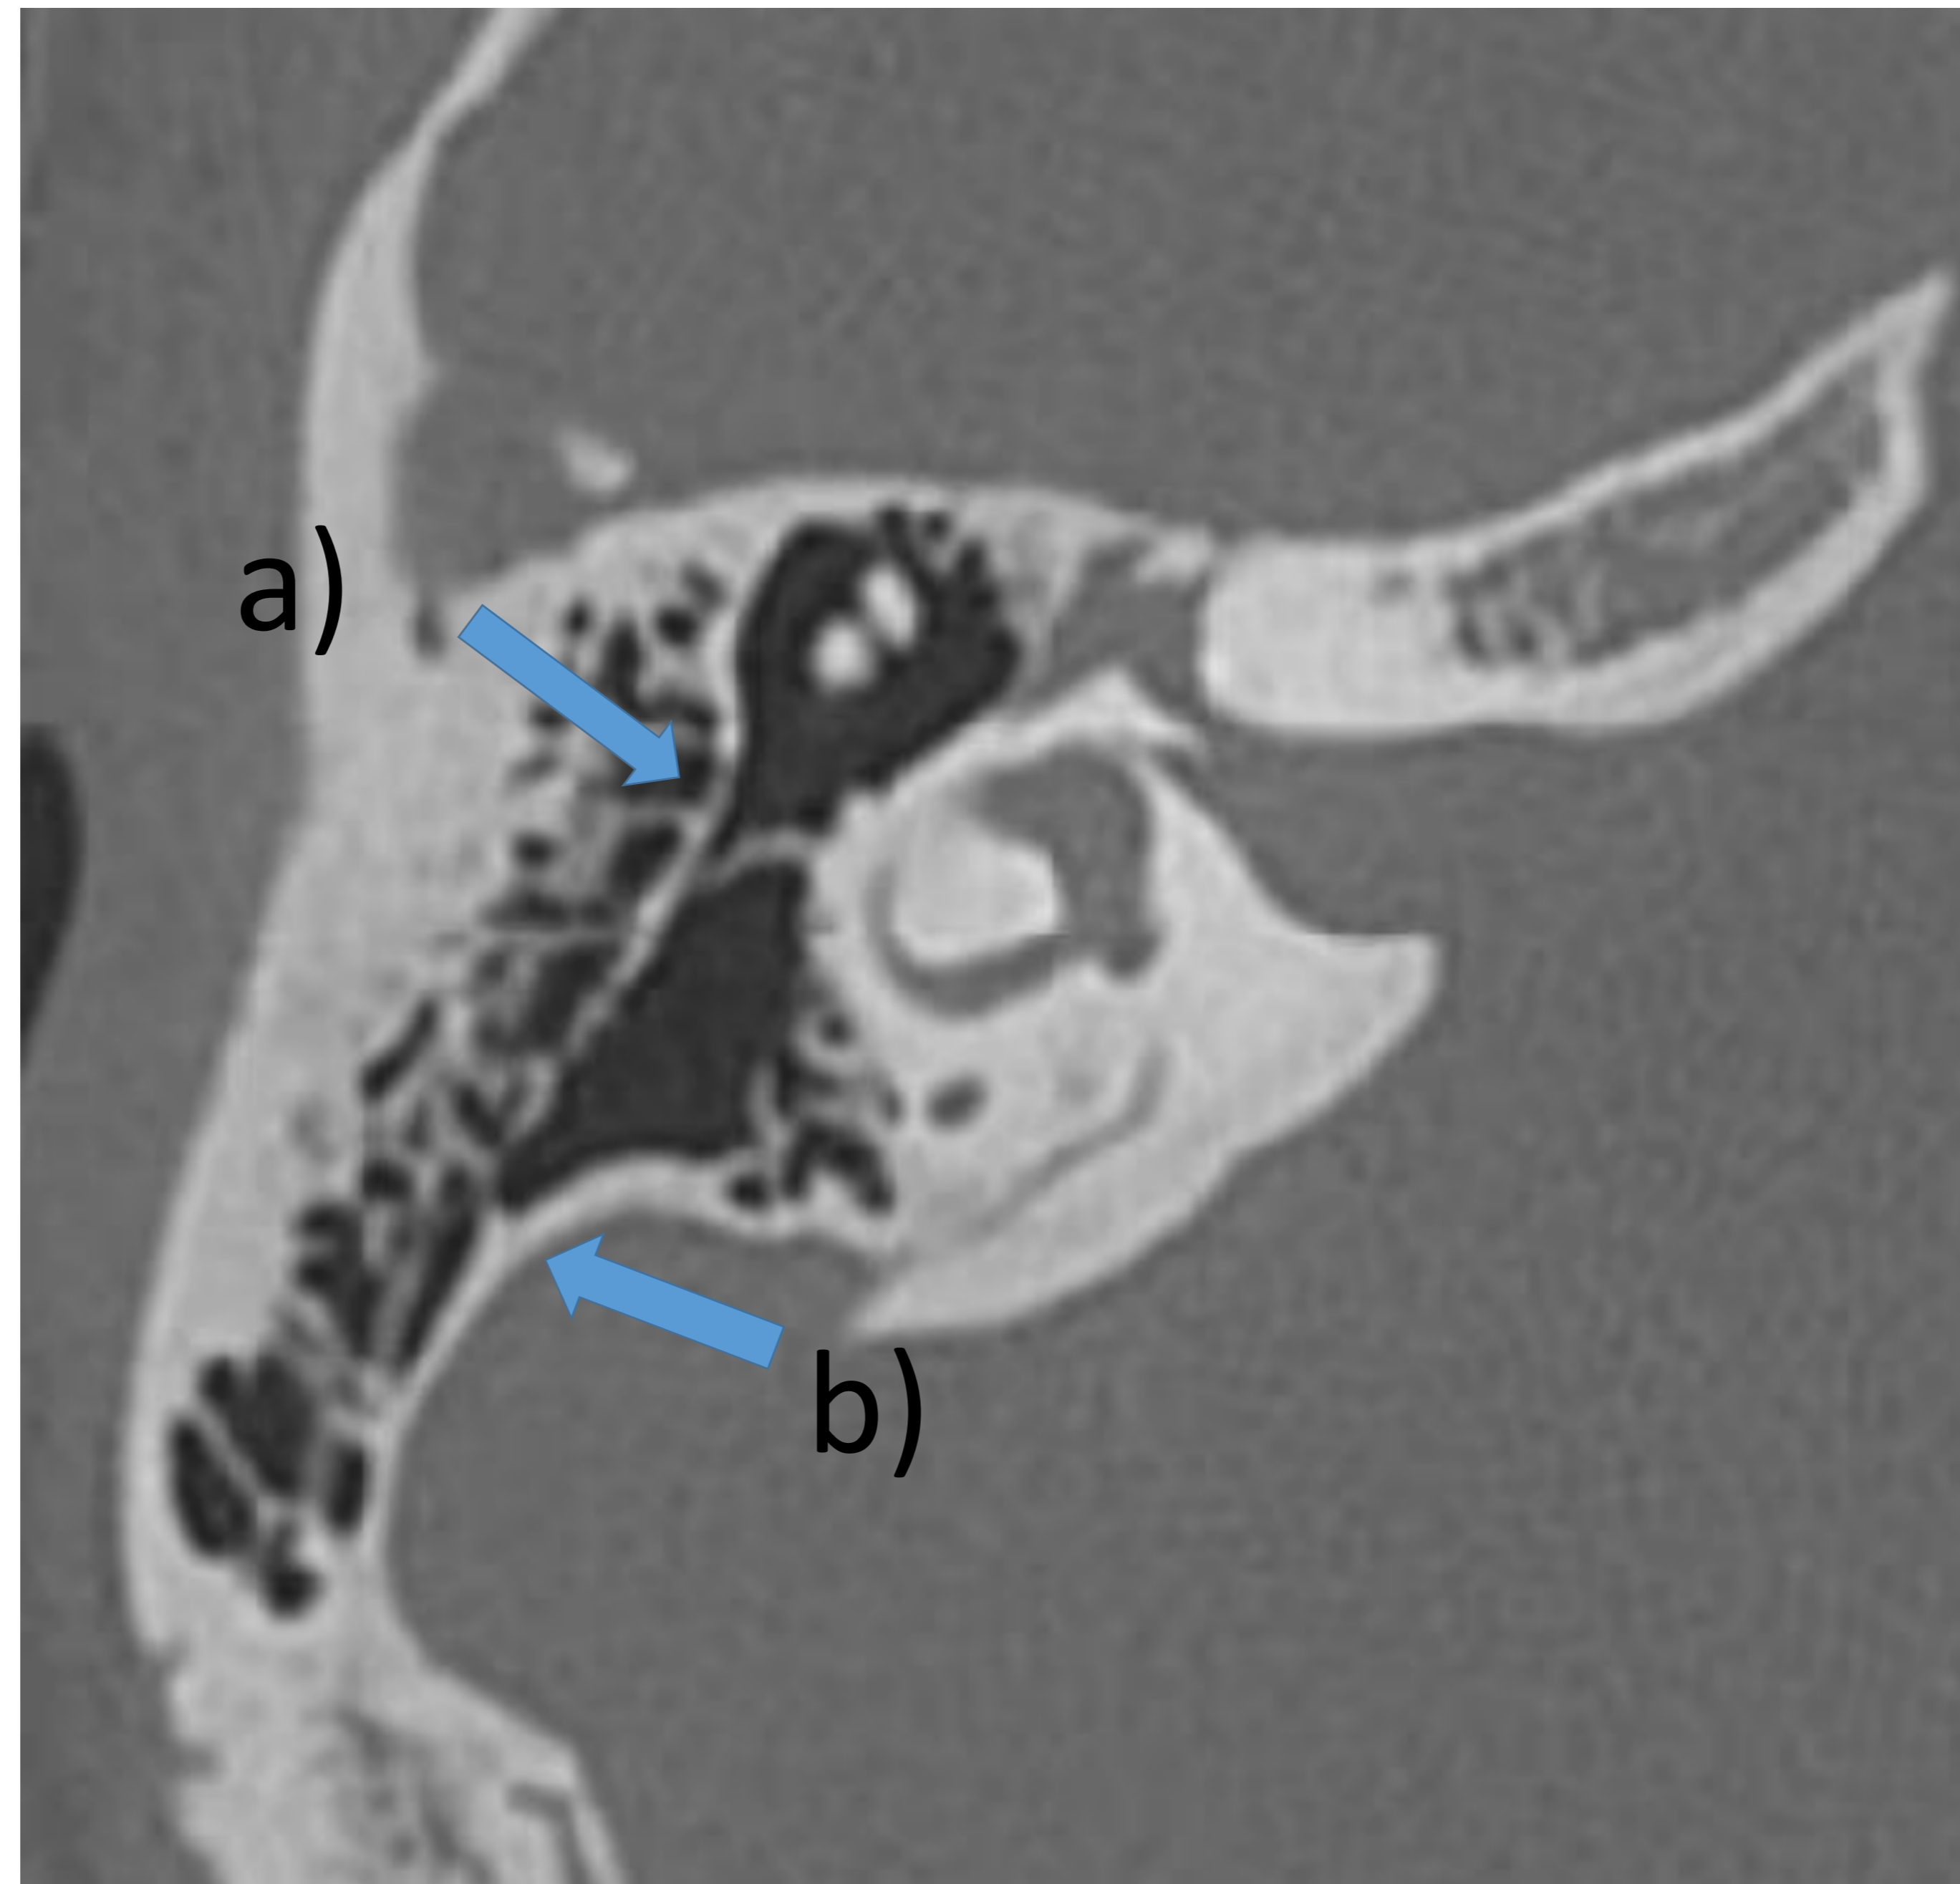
Corte axial TC: a)Septo de Koerner y b)cortical mastoidea medial o interna.
